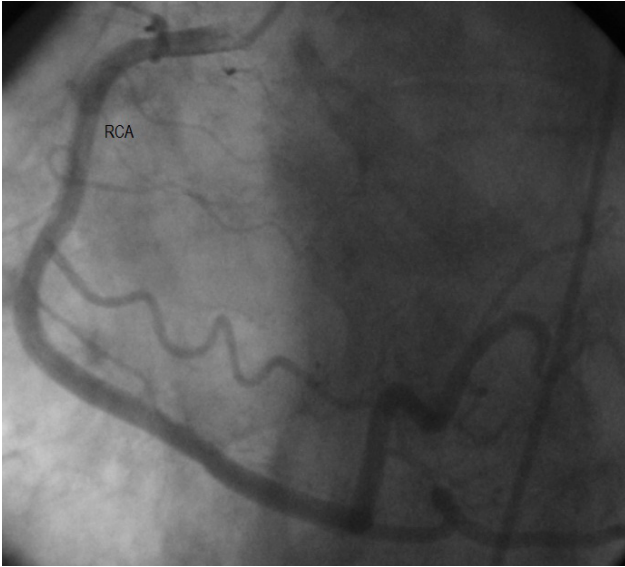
Koroner anjiyografide sağ koroner ve sol ana koroner arterlerin sağ sinüs Valsalva'dan çıktığı görülmektedir. RCA = Sağ koroner arter, LMCA = Sol ana koroner arter, LAD = Sol ön inen koroner arter
